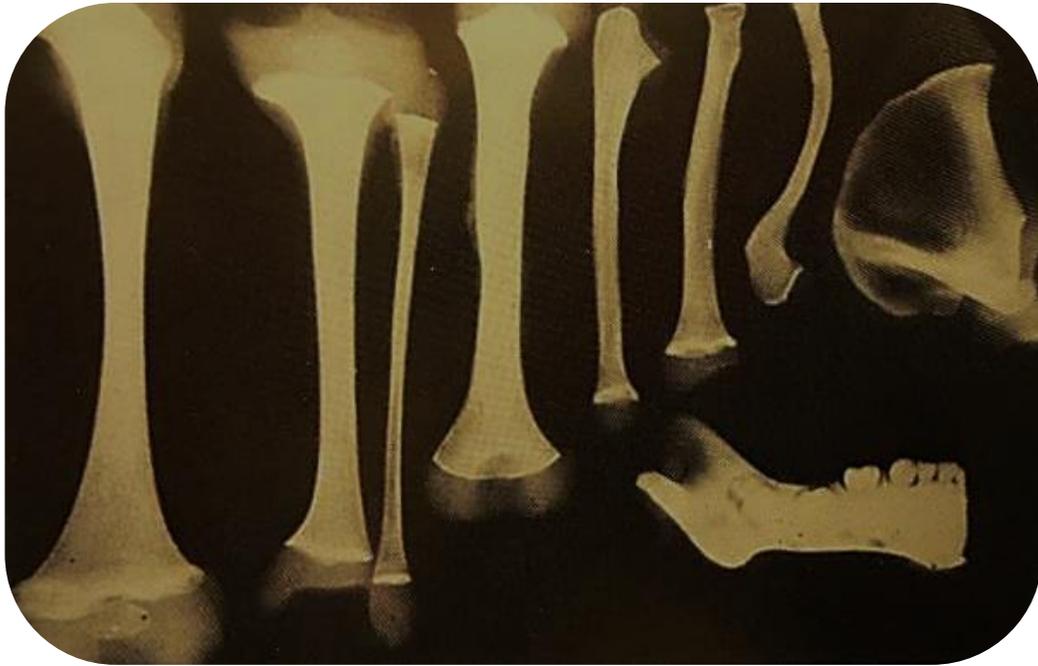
Radiografía de hipotiroidismo. el paciente a la edad de 6 años tiene el desarrollo de las epífisis de un niño de menos de 6 meses de edad.³⁴
